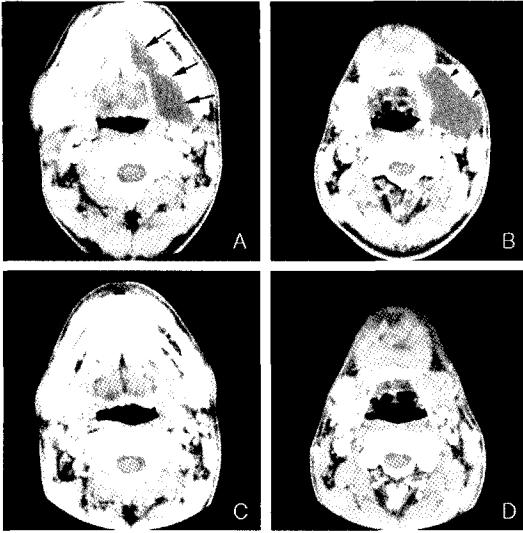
Case No.17 A 29-year-old man with severe left submandibular swelling shows total shrinkage after a single OK-432 injection. A and B, Initial contrast-enhanced CT scan shows a large plunging ranula in the left sublingual (arrows) and submandibular spaces (arrowheads) with extending to the upper neck. C and D, Follow-up postcontrast CT scan obtained 6 months after OK-432 sclerotherapy depicts total shrinkage of the plunging ranula.
